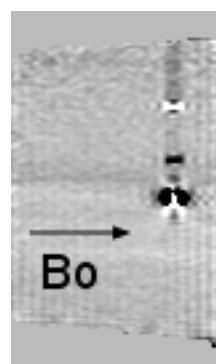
Fantôme simpliste imagé par un IRM Philips ®Achieva XTM3.0T, avec un temps d'écho de 14.0 ms.
